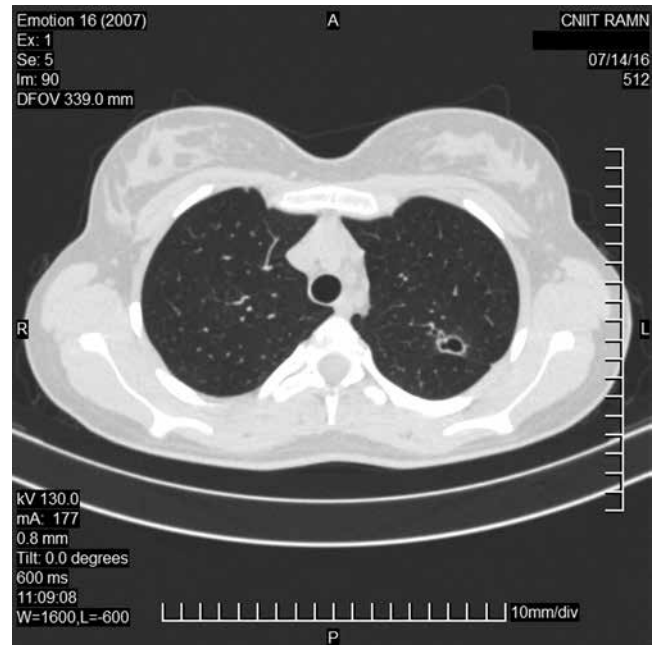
Пациентка М. Аксиальные срезы КТ ОГК при поступлении: в $S_{1,2}$ левого легкого определяется фокус размером 26×16 мм с тяжем, идущим к апикальной плевре. В структуре фокуса две полости общим размером до 11 мм с наличием дренажного бронха
